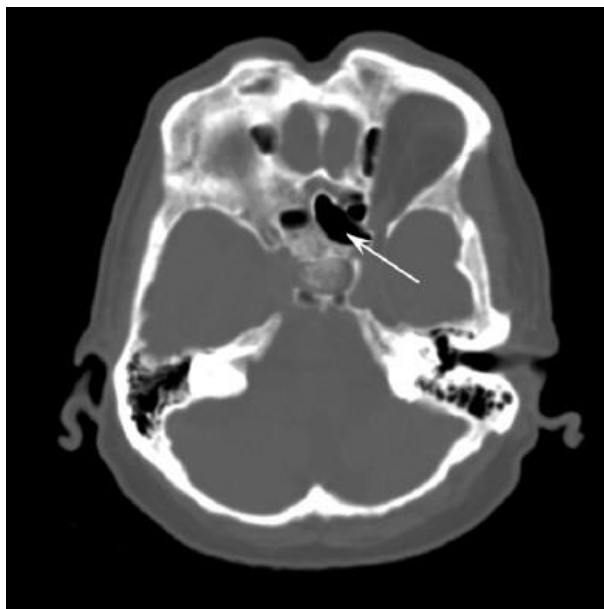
Клетка Оноди (аксиальная проекция КТ)
